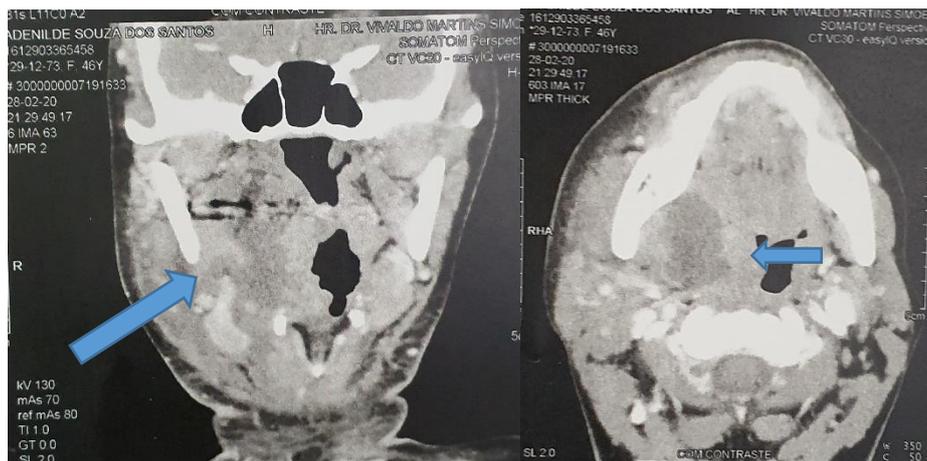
Imagens representativa de TC com contraste, demonstrando a aparência clássica de uma hipodensidade com realce da borda periférica (seta). Tais lesões têm forte correlação com uma cavidade de abscesso drenável quando acessadas cirurgicamente.
